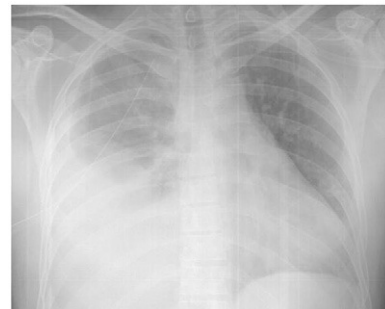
Radiografía del tórax a las 48 h del traumatismo.
